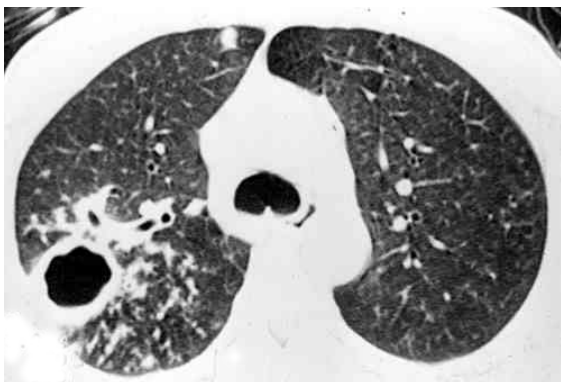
Tomografia computadorizada de alta resolução. Consolidação com área de escavação, localizada no segmento posterior do lobo superior do pulmão direito. Observa-se também espessamento de paredes brônquicas e aspecto de árvore em brotamento no parênquima adjacente
